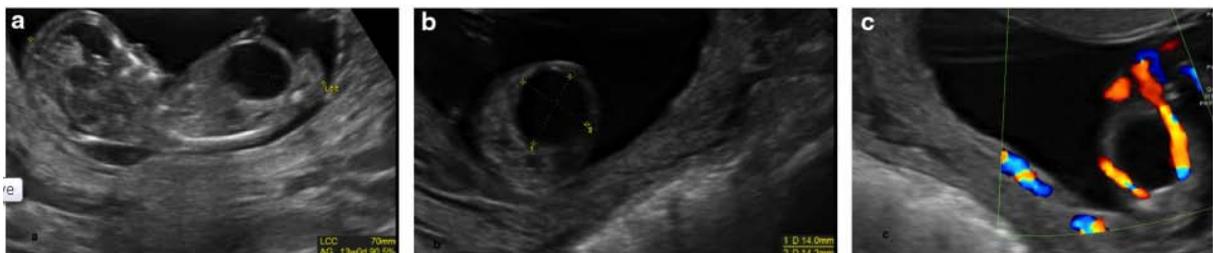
Mégavessie. Coupe longitudinale (a) et coupe axiale sans (b) et avec Doppler couleur (c) passant par la vessie au premier trimestre de grossesse visualisant une mégavessie[39].
